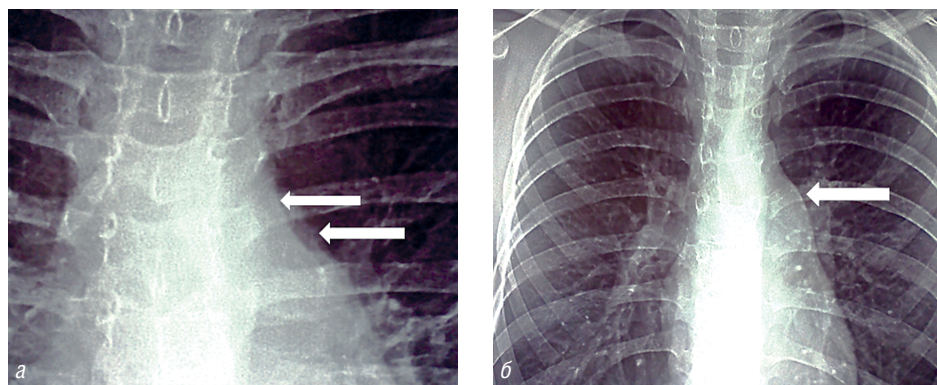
Рентгенограмма: *а*—двойной контур средостения левой трахеобронхиальной области; *б*—выпуклая вторая сердечная дуга слева — косвенные признаки увеличения лимфатических узлов
